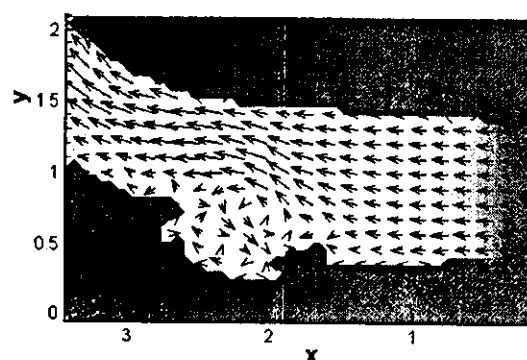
超音波と計算シミュレーションの融合による血管内流れの可視化
